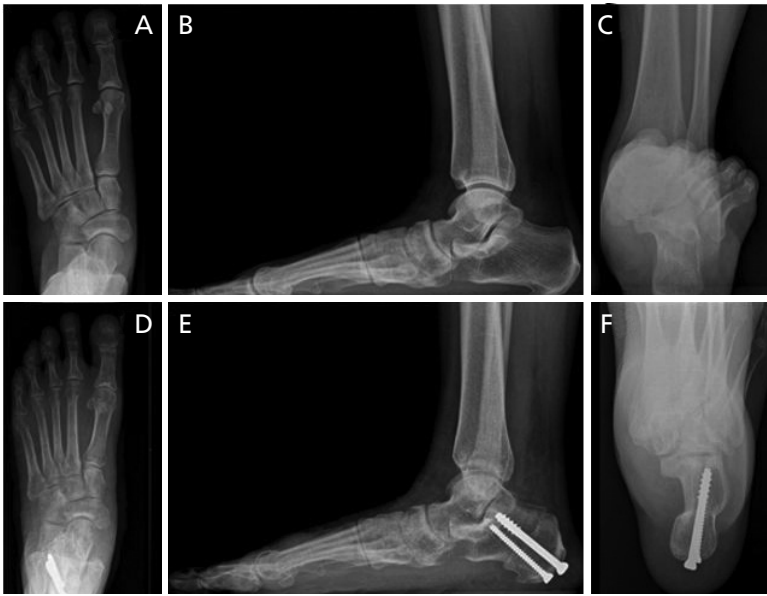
Example of anterior calcaneal distraction osteotomy (Evan's procedure). Preoperative anteroposterior radiographs reveals accessory navicular bone, abducted forefoot, pronation of entire foot in weight bearing position (A). Lateral radiographs showing talocalcaneal coalition, negative talar first metatarsal angle, decreased calcaneal pitch angle (B). Excision of bone bridge and anterior calcaneal distraction osteotomy were done (C,D). Note that the osteotomy plane was made just posterior to the calcaneocuboid joint.
